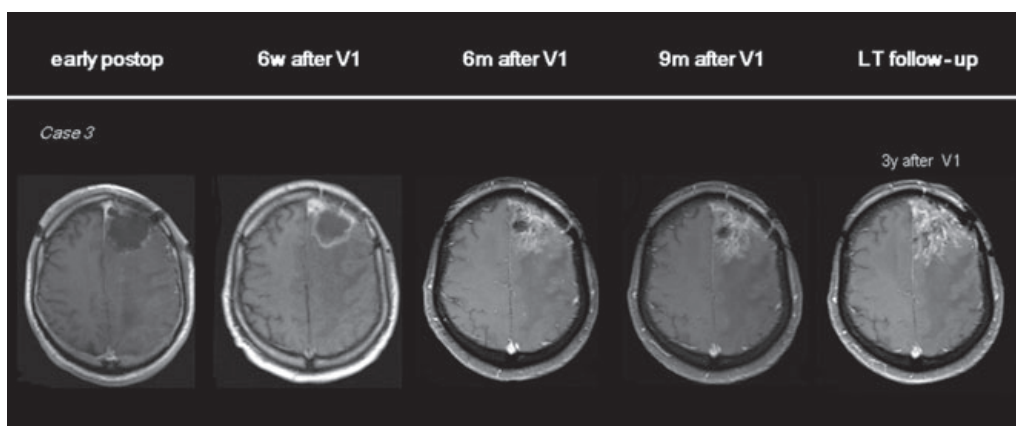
Radiologisches Follow-up eines Patienten mit rezidiviertem Glioblastom unter Therapie mit einer DC-Vakzine. Transversale MRT-Bilder nach KM-Gabe einen Tag nach Operation (early postOP), 6 Wochen nach der ersten Vakzinierung (6w after V1), 6 und 9 Monate nach der ersten Vakzinierung (6 bzw. 9m after V1) und im Rahmen der Langzeit-Nachsorge (LT follow-up)²⁹⁷.
